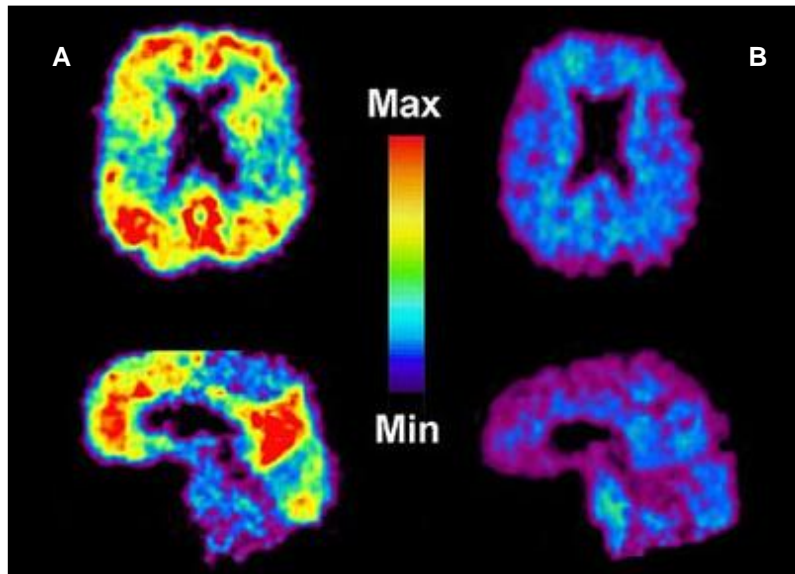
Imatge de Tomografia d'Emissió de Positrons amb PIB. A) Pacient amb probable MA, on es pot veure una alta densitat de PIB, unit a les plaques d'amiloide. B) Individu sa, on no es detecta la presència de PIB.
